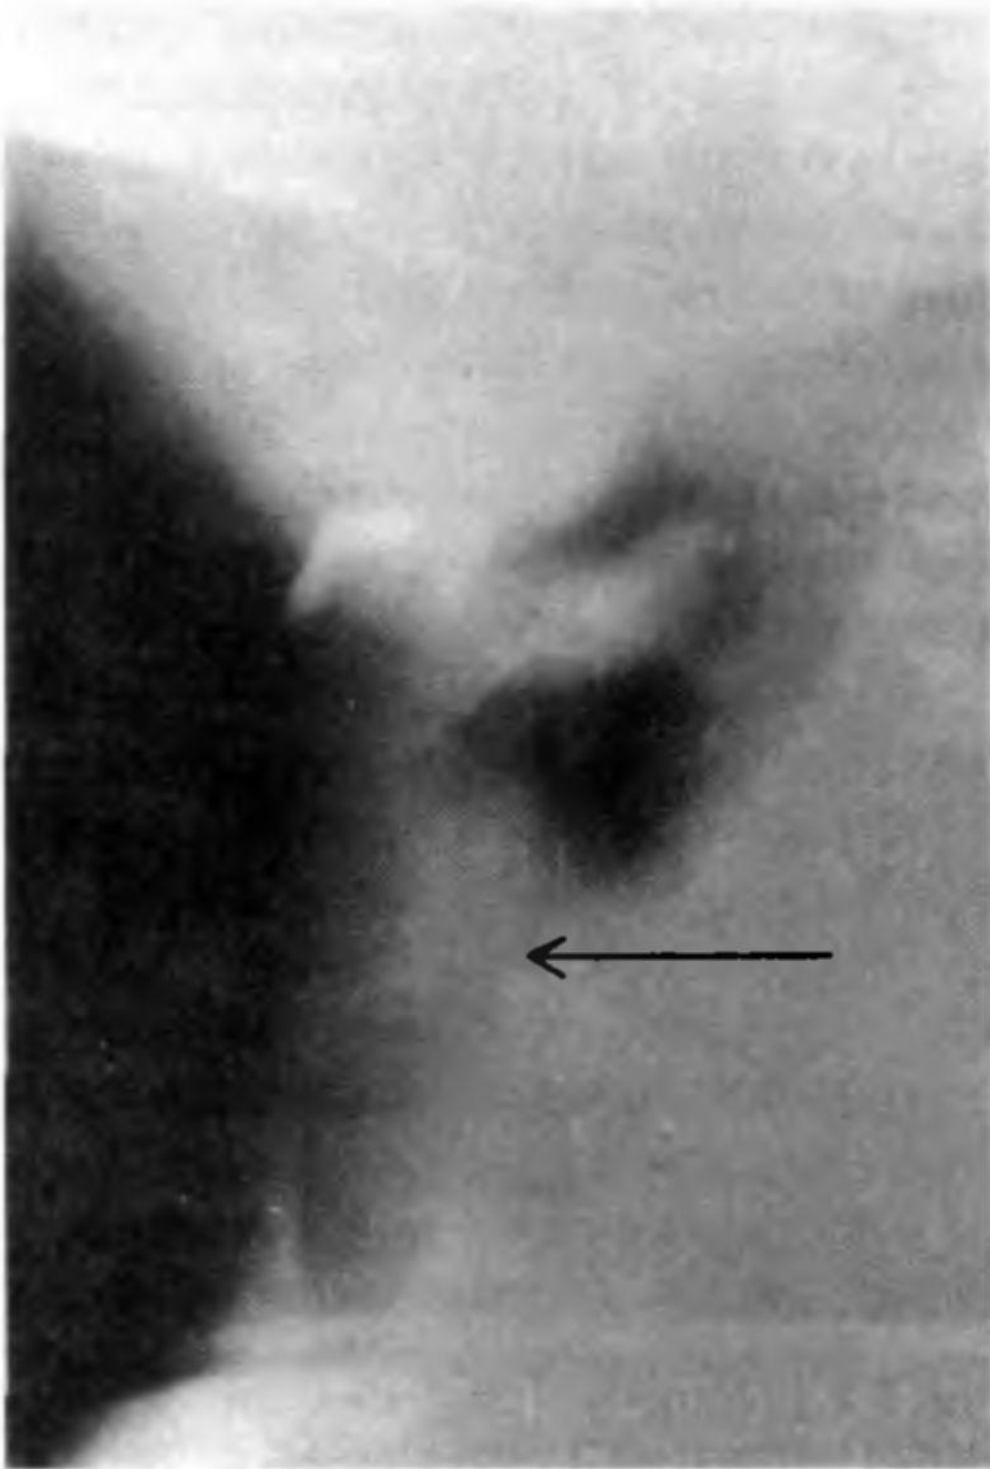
Врожденная киста гортани на боковой рентгенограмме (указана стрелкой).
